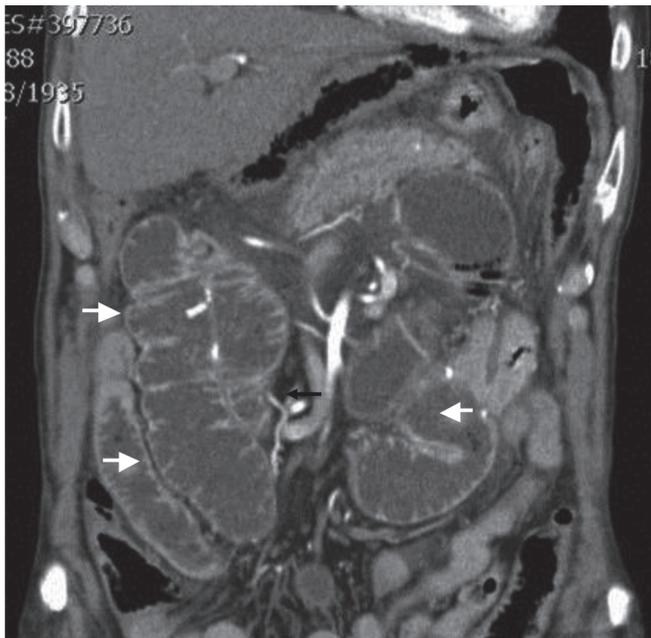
Tomografía computada del abdomen en la que se observa dilatación y engrosamiento de la pared del asa aferente.
